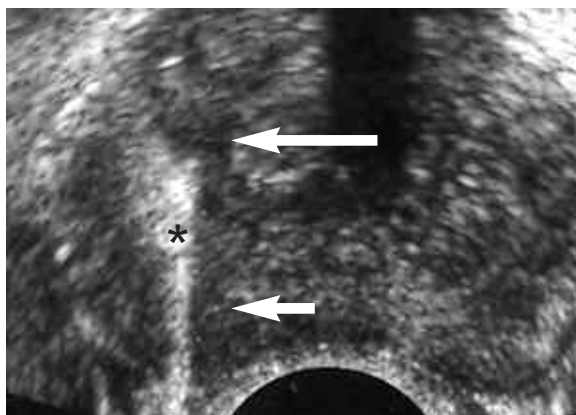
Ecografía endorrectal. Guía de puntos electrónica (flecha larga) y trayecto de la aguja (\*) de toma para la biopsia, ubicada sobre un área hipocogénica sospechosa (flecha corta), en paciente con APE elevado.
